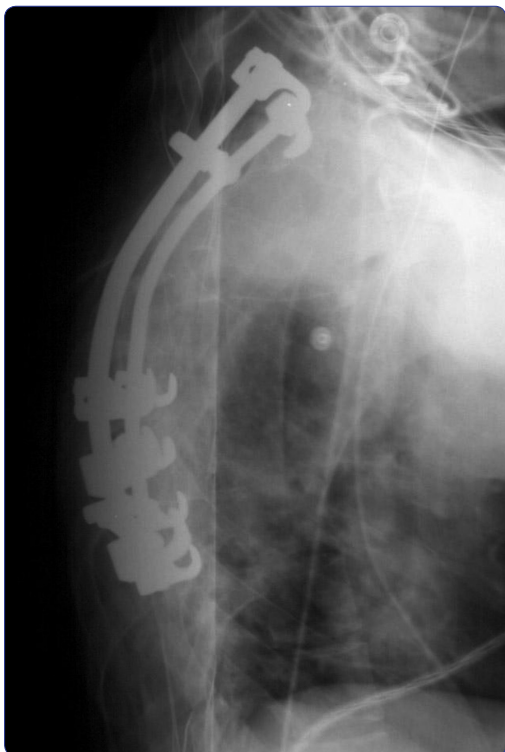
Radiografía lateral tomada en la sala de recuperación, luego del tratamiento definitivo. Se observa una reducción significativa de la deformidad cifótica.
